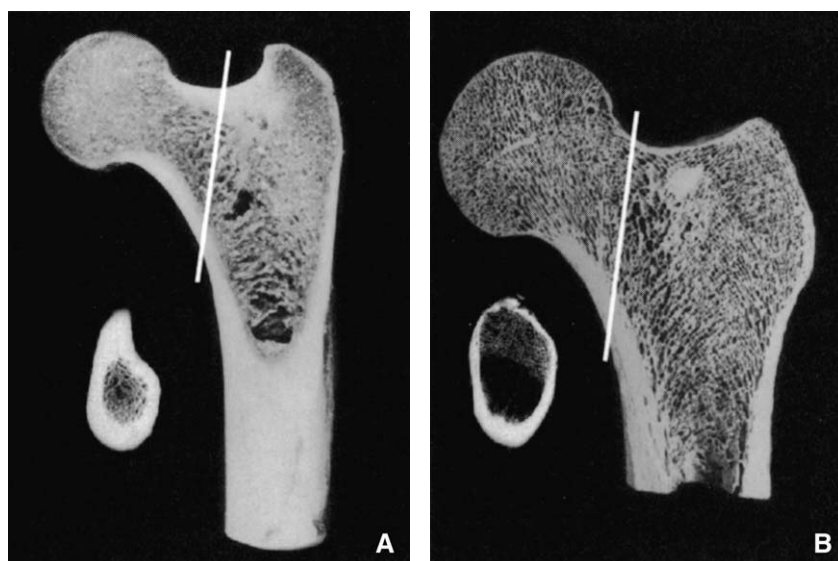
Sections paracoronaires du fémur proximal du chimpanzé adulte (A) et de l'Homme adulte (B), associées à des radiographies de coupes de 1 cm prises au niveau des régions indiquées par les lignes verticales (les coupes viennent de spécimens différents). Bien que le cortex métaphysaire le long de la partie inférieure du col soit grossièrement semblable dans les deux spécimens, la distribution de l'os cortical au sein du col diffère considérablement. La partie supérieure du col du chimpanzé contient un abondant cortex, tandis qu'il n'y en a pratiquement pas dans la partie correspondante chez l'Homme. Bien que les métaphyses de la diaphyse soient donc semblables, seul le col du chimpanzé ressemble aussi à une métaphyse typique en ce qui concerne sa distribution corticale, en relation avec la zone de croissance pour la tête fémorale. Le cortex épaissi du chimpanzé reflète probablement le maintien et la consolidation des trabécules dans la région de plus forte tension (c'est-à-dire sa face supérieure), en raison de la fonction de console du col au cours de la phase d'appui sur une seule jambe. Les chimpanzés n'ont pas un mécanisme abducteur bien développé (cf. Fig. 2) et ils présentent une marche de Trendelenburg lorsqu'ils se déplacent en utilisant la bipédie. Cependant, l'histoire de cette tension responsable d'une telle robustesse corticale est qu'elle est le plus vraisemblablement créée, non pas lorsque les chimpanzés se déplacent en utilisant la bipédie (ce qui ne représente qu'une faible partie de leur activité locomotrice), mais bien plutôt lorsqu'ils grimpent dans les arbres ou se déplacent sur le sol grâce à une quadrupédie avec appui sur les phalanges (*knucklewalking*).
